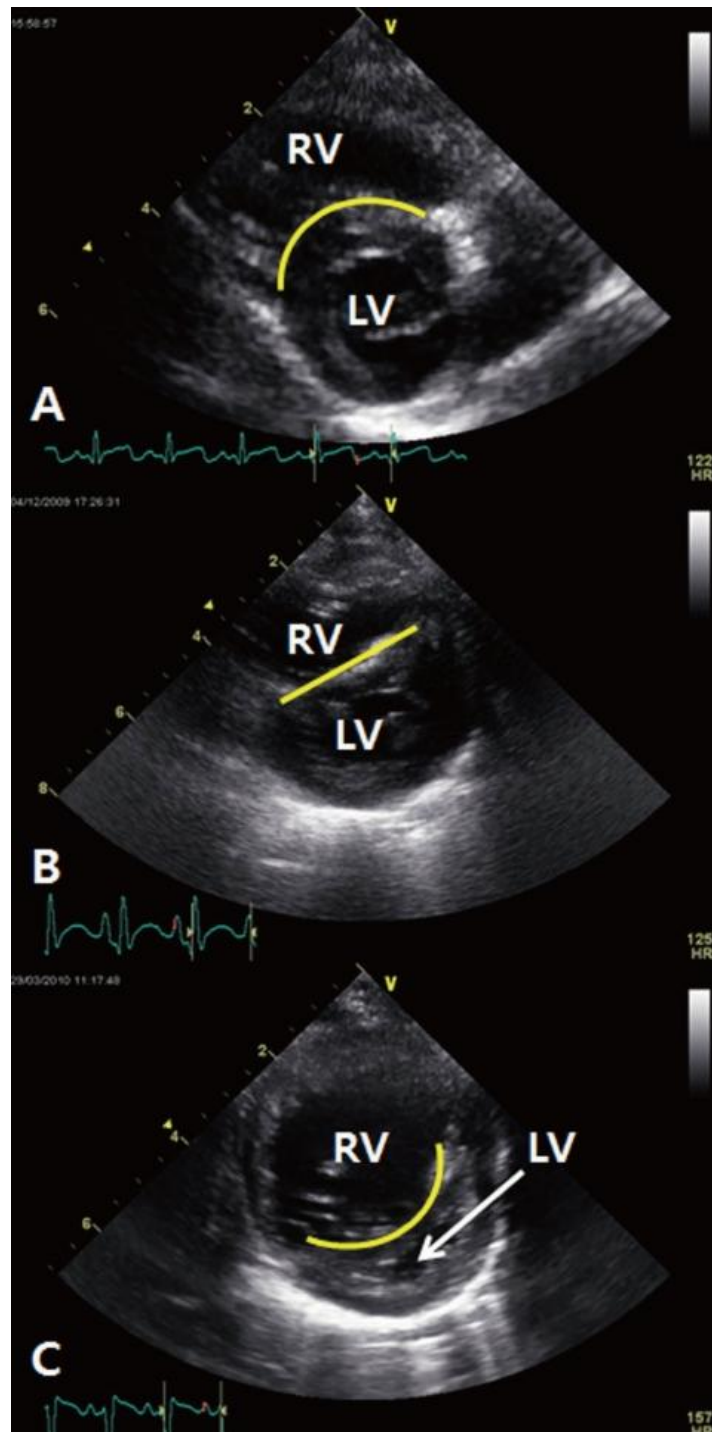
aspect du SIV à l'échographie cardiaque. A : SIV de type 1 bombant dans le ventricule droit (RV). B : SIV de type 2 plat. SIV de type 3 bombant dans le ventricule gauche (LV) (14).
